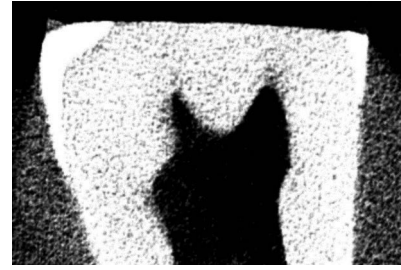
Obraz zęba nr 3 w CBCT
